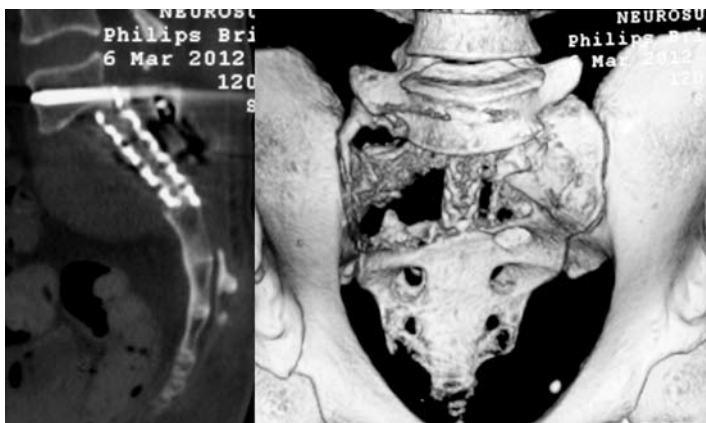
КТ-реконструкция после удаления опухоли крестца и люмбосакральной фиксации.
